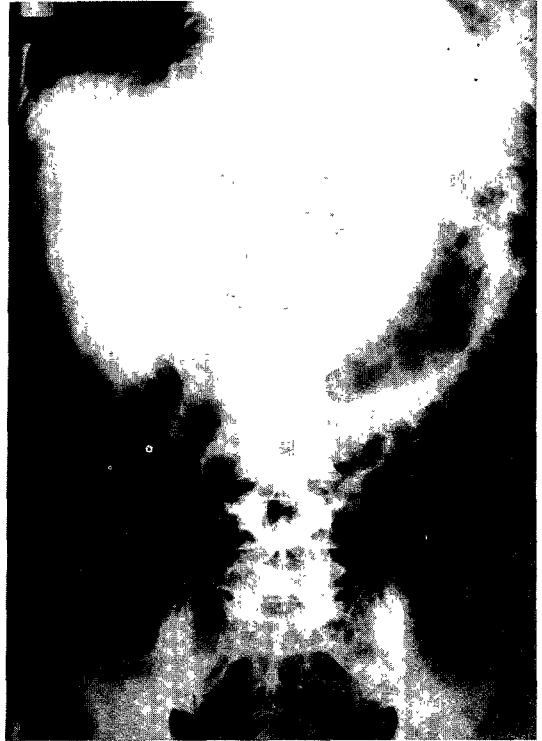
The simple abdominal X-ray showing gastric displacement by the huge mass.
